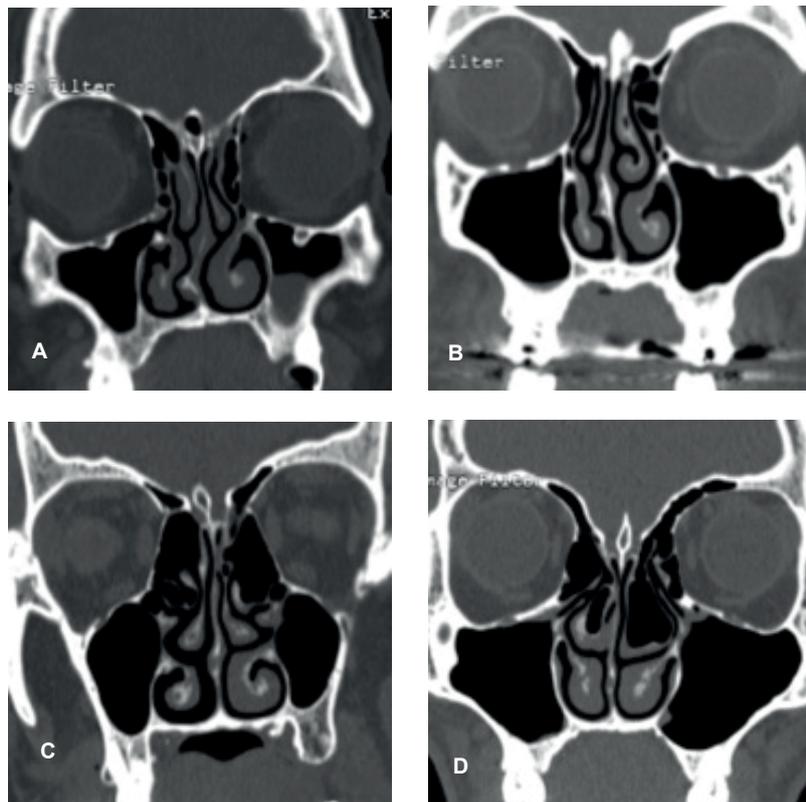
Tomografía computada de senos paranasales que muestra los cortes coronales en la ventana ósea, que evidencian algunas de las variantes anatómicas estudiadas. A. Inserción lateral de la apófisis unciforme izquierda y ocupación parcial del seno maxilar ipsilateral. B. Cornete medio paradójico izquierdo y septodesviación derecha. C. Bulla etmoidal gigante izquierda. D. Concha bullosa bilateral. Fuente: imagen tomada de la historia clínica de los pacientes sometidos al estudio.
